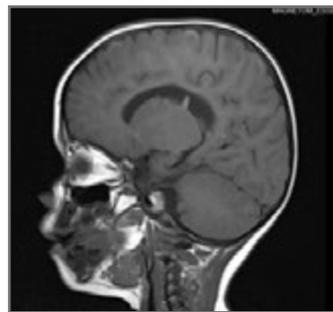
Resonancia Magnética Nuclear de Cerebro S/C. Corte sagital, Secuencia T1 simple. Se observa Nódulos Subependimarios.
